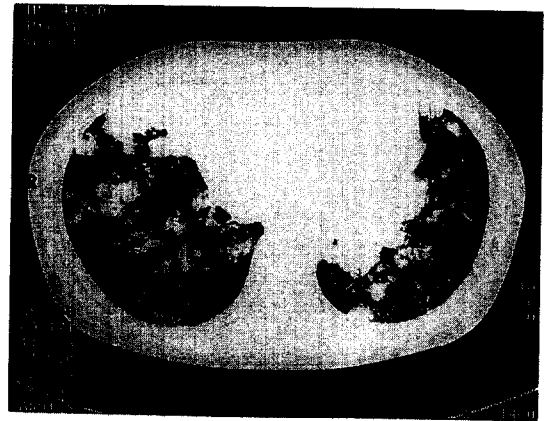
HRCT revealed multifocal patchy consolidation and multiple well-defined or ill-defined nodules in both lower lobes and right middle lobe and lingula. A few bullae were also seen in both lower lobes.
